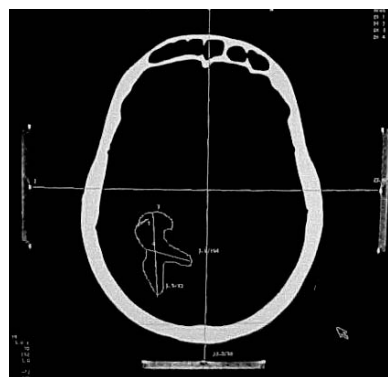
TAC Cerebral con contraste Posquirúrgico. Caso N° 2
